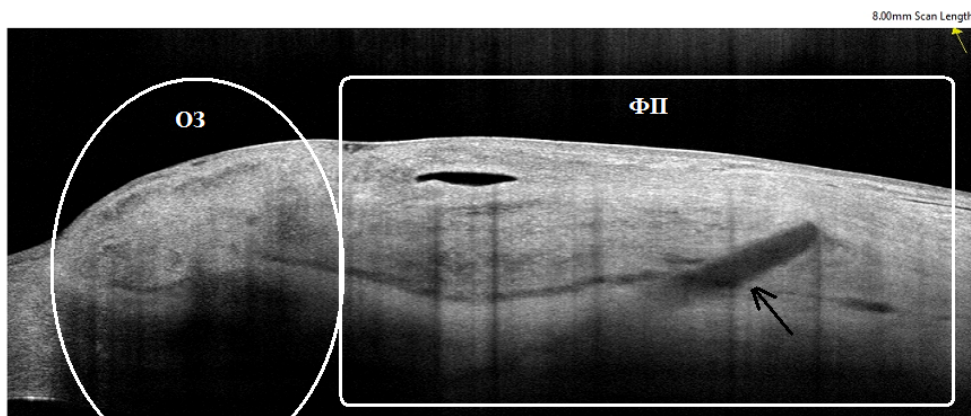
Томограмма глаза после МНГСЭ (сагиттальный срез).
